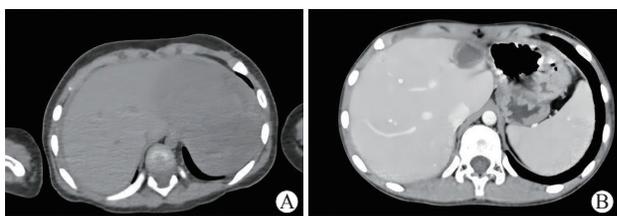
UESL 患儿 CT 影像 (病例 2)
